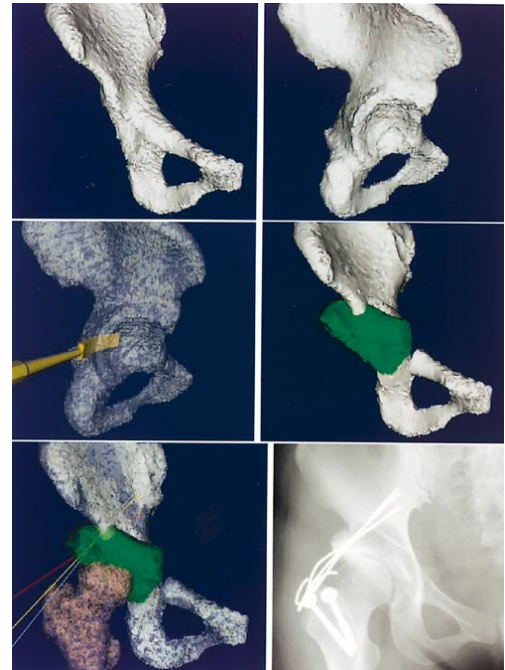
術中画像解析：骨盤骨切り術における手術空間の四次元再構築。上：術前モデル（2方向からの表示）。中：骨ノミの位置表示（左）と三次元運動計測データに基づき形状・移動推定された骨片モデル（右。緑色で表示）。下：被曝なし三次元モニタリング像（左）と被曝ありX線二次元投影像（右）の比較。
